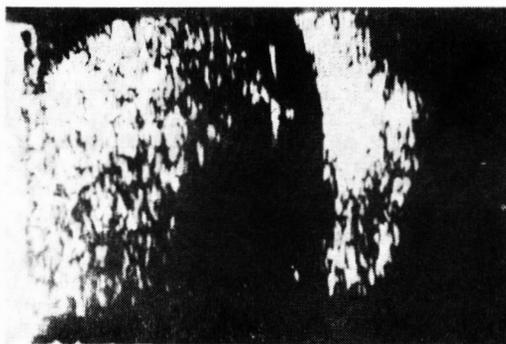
Ultra-sonograma B do caso da figura 1. A lesão mostra-se arredondada, bem delimitada, moderadamente heterogênea em sua metade apical, onde se vê ecos de baixa e média intensidade. Na sua porção basal, nota-se vacuolação (silêncio acústico) típico desta lesão. A atenuação acústica é discreta a moderada.
